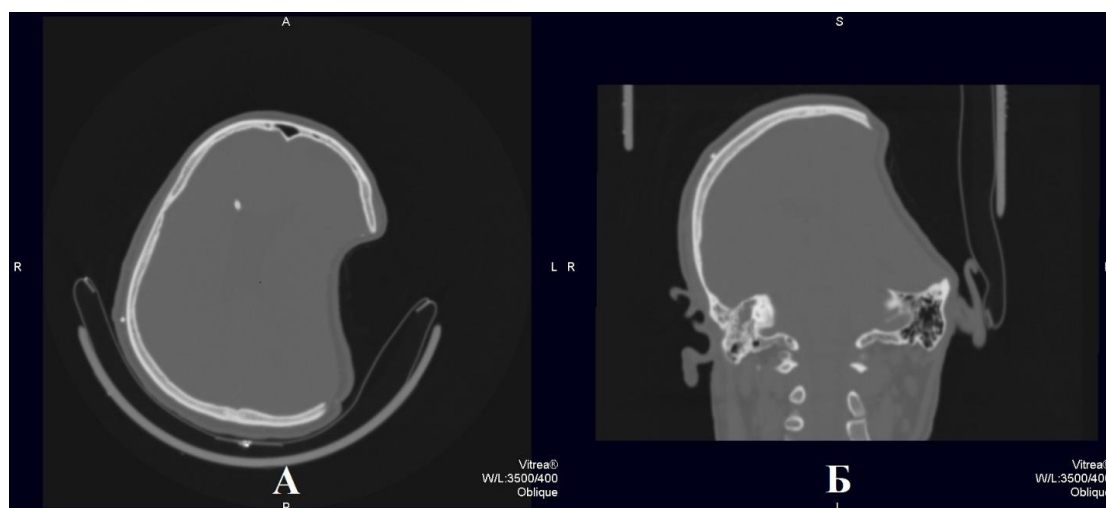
МСКТ черепа до операции: А – аксиальная проекция; Б – фронтальная проекция. Визуализируется обширный костный дефект костей черепа в левой теменно-височной области с западением мозгового вещества ниже уровня дефекта на 17,7 мм
